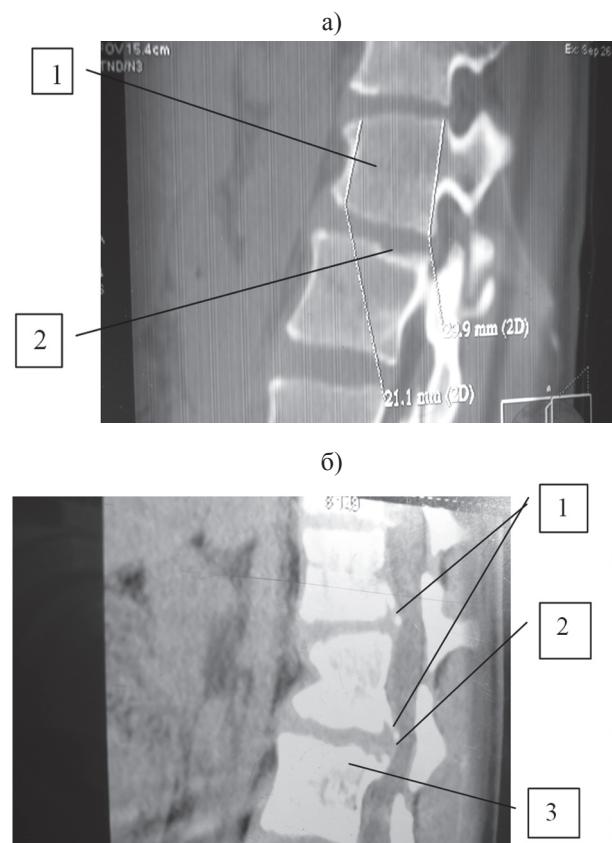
МРТ больного Сергея А., 17 лет (сентябрь, 2011 г.).
